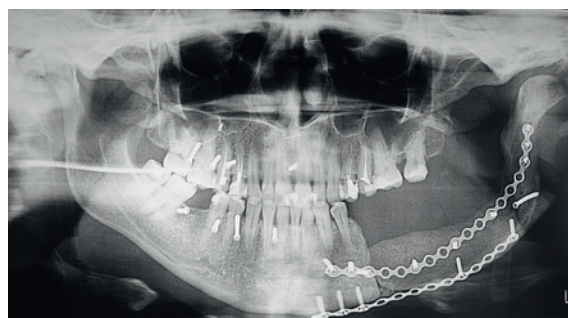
Ортопантомография от 22.03.12 после оперативного вмешательства: удаление новообразования с сегментарной резекцией НЧ от зуба 34 и экзартикуляцией, а также одномоментным замещением дефекта костным аутоотрансплантатом с гребня подвздошной кости
